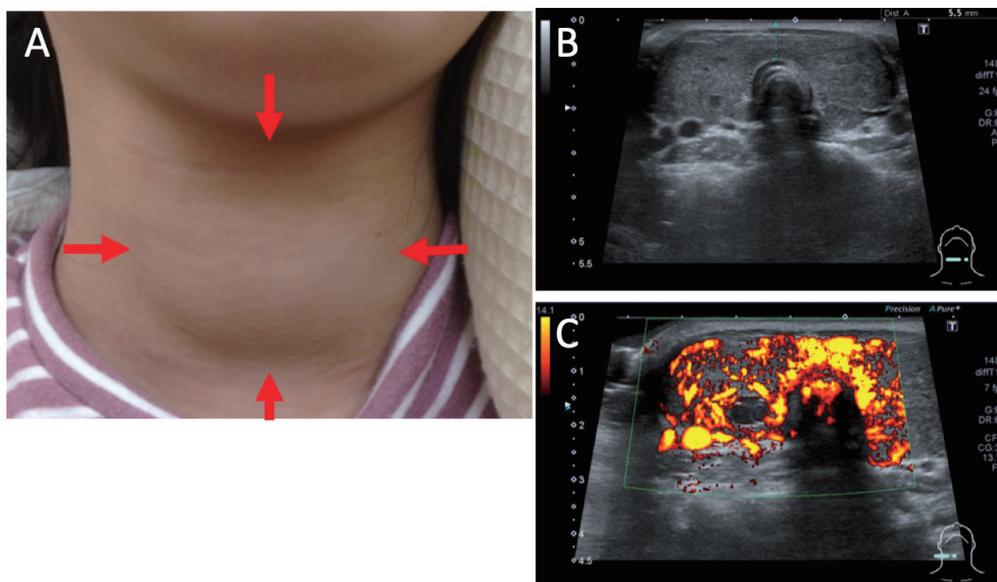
前頸部所見 (A) および超音波検査所見 (B, C)
